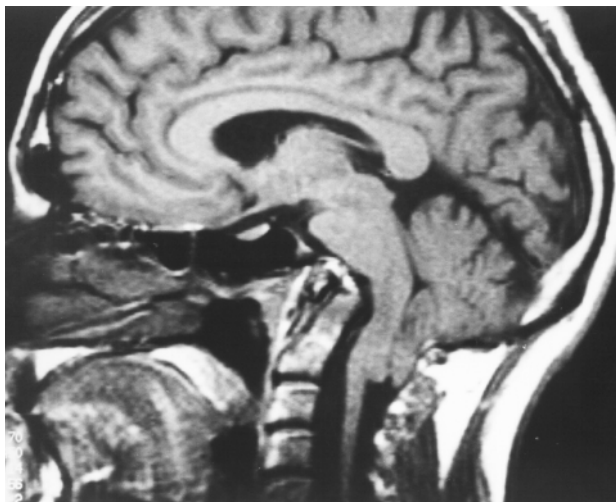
Corte sagital de RM en una paciente de 51 años de edad ingresada en nuestro servicio para el estudio de un cuadro de inestabilidad a la marcha, mareos y pérdida de fuerza en extremidad superior derecha. La RM demuestra la existencia de una malformación compleja de la charnela craneocervical, que asocia a la deformidad de Chiari un clivus corto, y una grave impresión basilar con compresión anterior de la unión bulbo-protuberancial. La paciente presentaba una siringomielia cervical asociada no visible en la exploración aquí presentada. El tratamiento de esta paciente requirió tres intervenciones: un abordaje transmaxilar con resección de la apófisis odontoides y parte del cuerpo de C2, una reconstrucción de la fosa posterior y una artrodesis occipitocervical. La complejidad de estas malformaciones hace que el tratamiento definitivo requiera, en algunos casos, más de una intervención y deba plantearse con el enfoque multidisciplinario propio de la cirugía de la base del cráneo.
